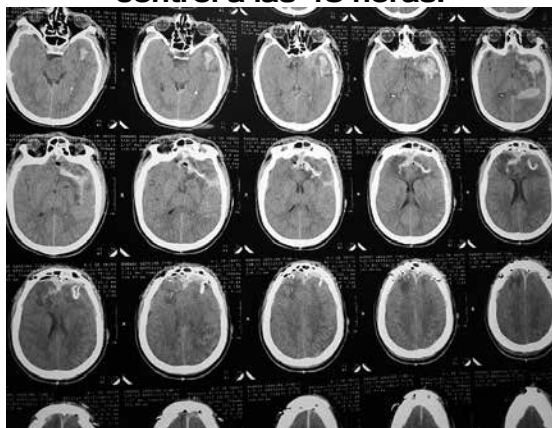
Tomografía simple de control a las 48 horas.
